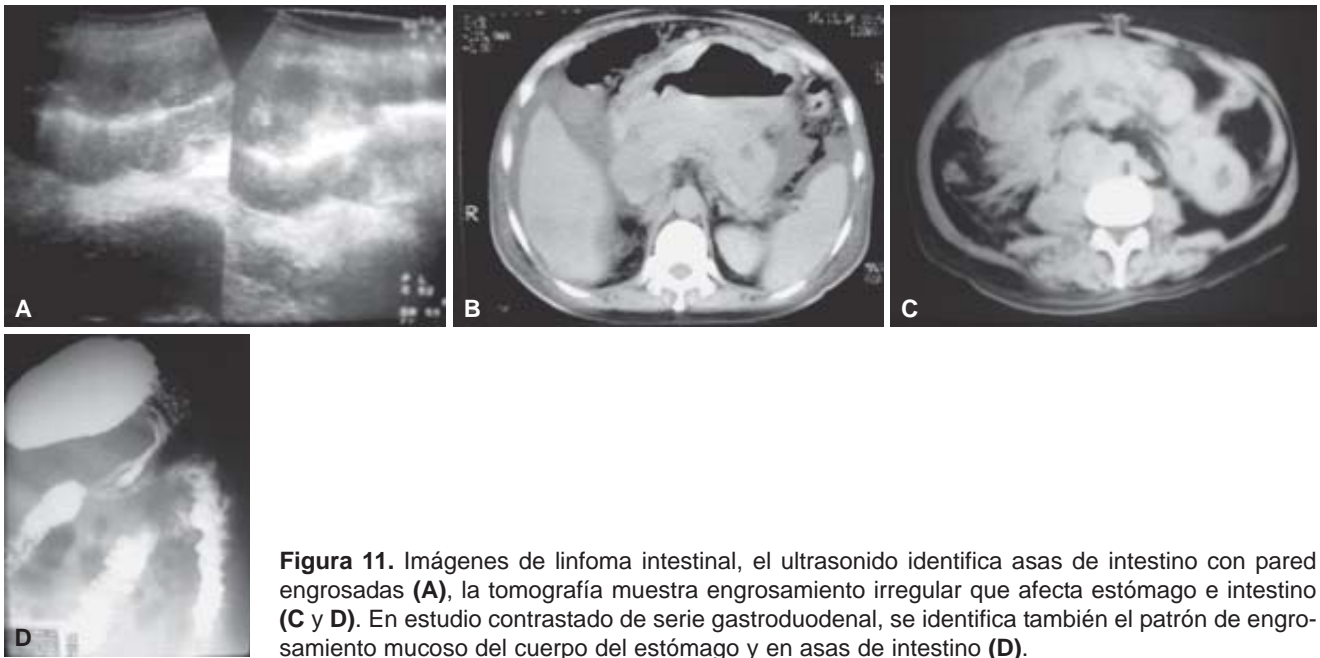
Imágenes de linfoma intestinal, el ultrasonido identifica asas de intestino con pared engrosadas (A), la tomografía muestra engrosamiento irregular que afecta estómago e intestino (C y D). En estudio contrastado de serie gastroduodenal, se identifica también el patrón de engrosamiento mucoso del cuerpo del estómago y en asas de intestino (D).
